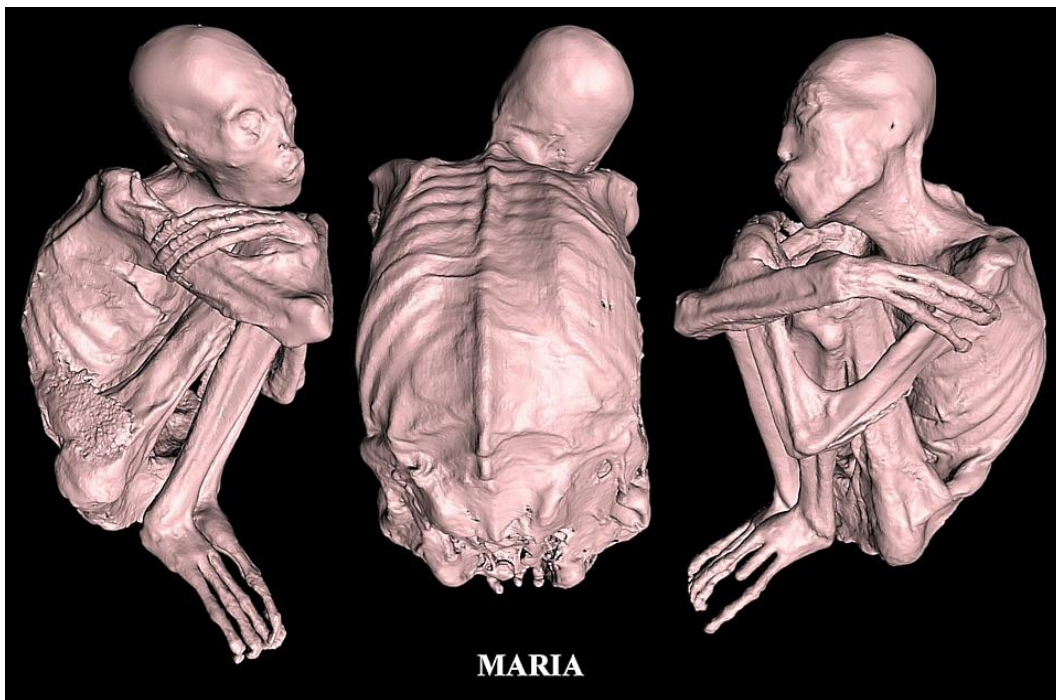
TC 3D de 'María' que muestra la postura en posición fetal con la cabeza inclinada hacia el lado derecho, los miembros superiores rodeando las rodillas y ocultando así la parte anterior del tórax y el abdomen. Nótese los dedos muy largos y multisegmentados en las manos y pies tridáctilos.
